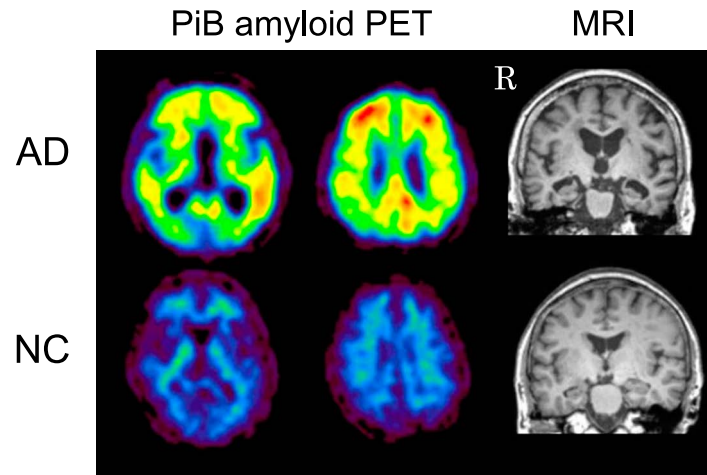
Positive and negative PiB-PET images.
